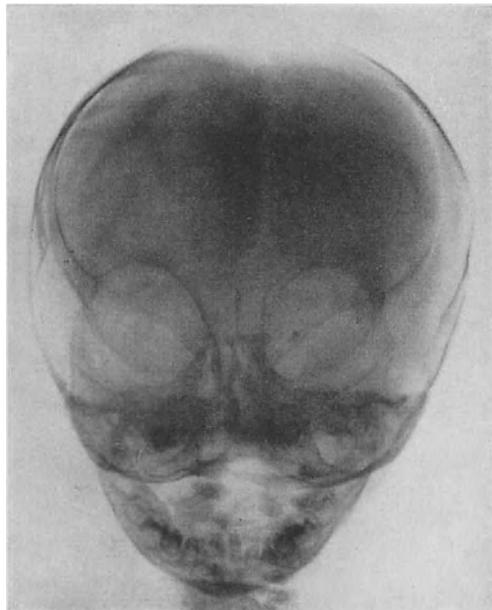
Röntgenbild des Schädels bei Mongolismus a. p. Schräg ansteigende Keilbeinflügel.
